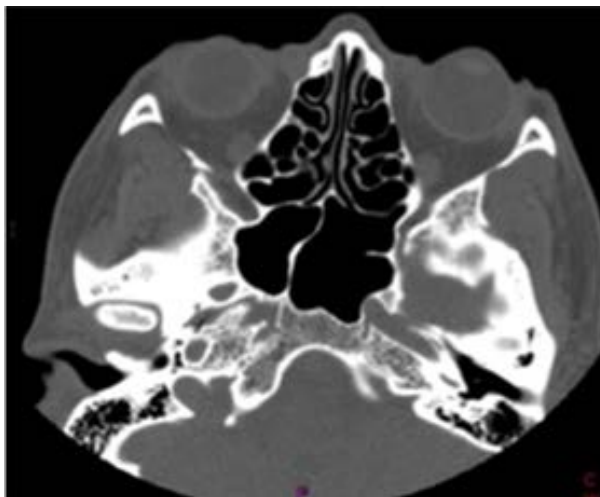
Corte axial de TAC de cara donde se evidencian músculos extraoculares y nervios ópticos de densidad adecuada. Además, se evidencia asimetría en la morfología del globo ocular derecho en comparación al izquierdo, con posible luxación del cristalino derecho.
